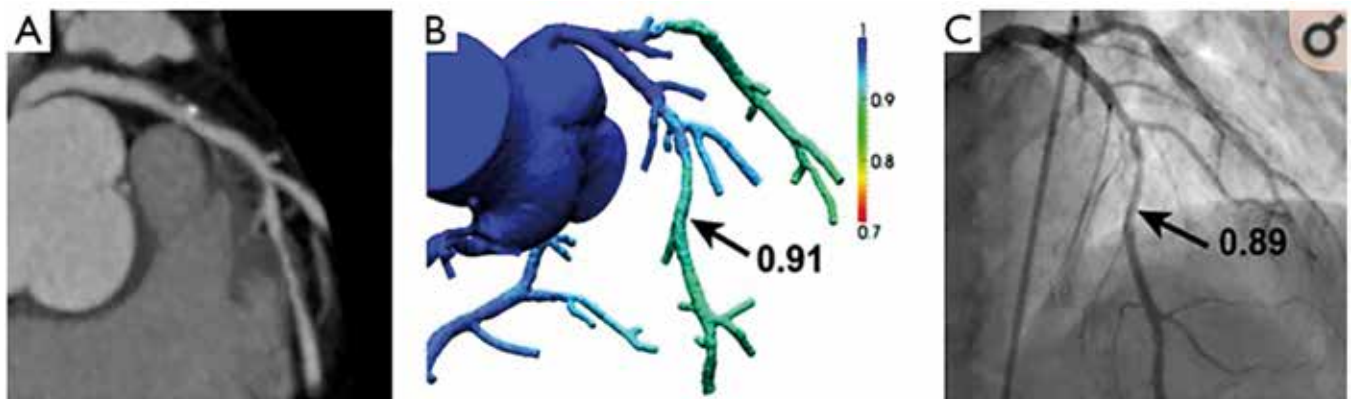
Exemple de l'apport de la FFR-CT chez un patient de 66 ans multi-vasculaire
